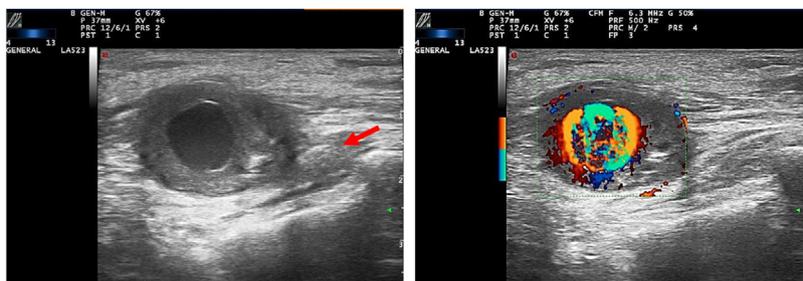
Masa anecoica de paredes engrosadas, señal *power-Doppler* positivo. Nervio mediano aumentado de tamaño, diámetro máximo: 58 mm (flecha).
